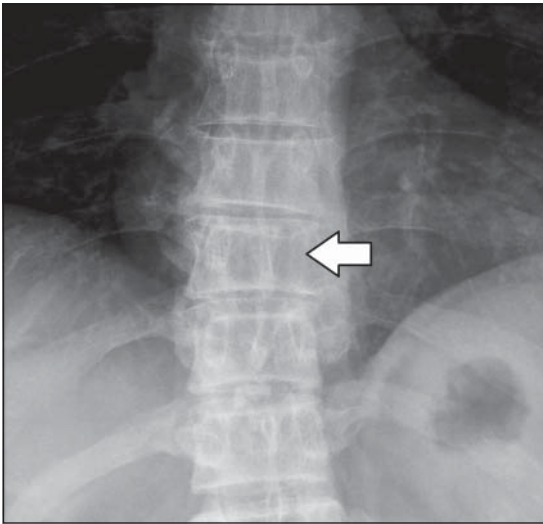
Radiografía de columna dorsal con borramiento de pedículo izquierdo a nivel T9.
